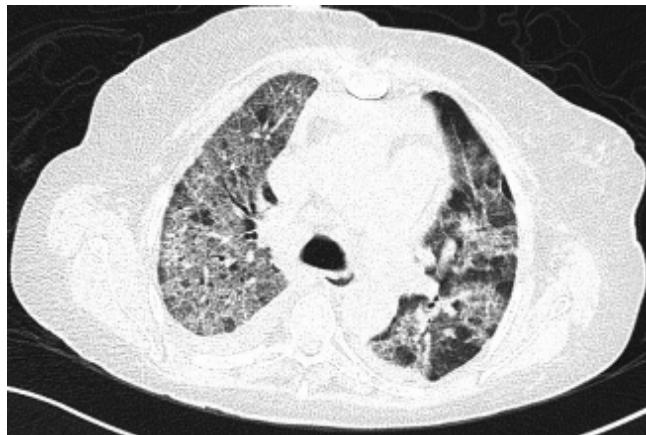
Tomografía de tórax que muestra infiltrador retículo nodular bilateral con zonas de neumonitis bilateral, predominio lado derecho.
